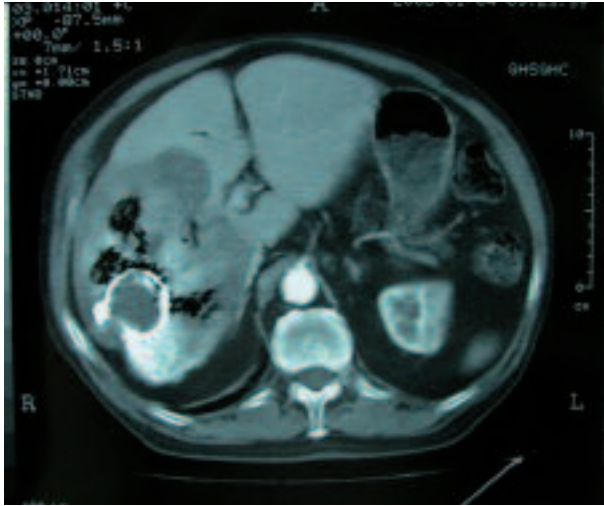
TAC Abdominal: lesión en lóbulo derecho de hígado.
